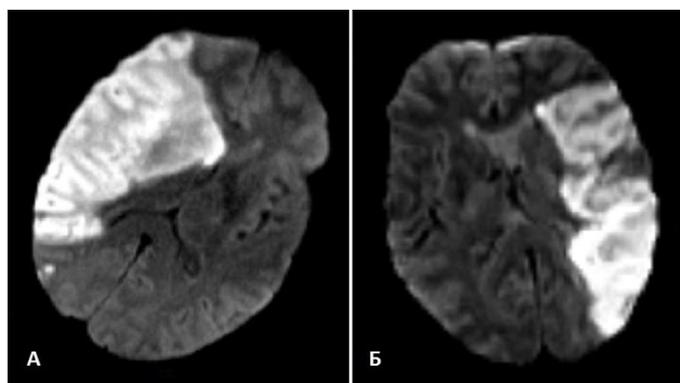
МРТ головного мозга в режиме ДВИ. Большие корково-подкорковые инфаркты у пациентов с атеротромботической окклюзией правых ВСА и СМА (А) и левой СМА (Б).
